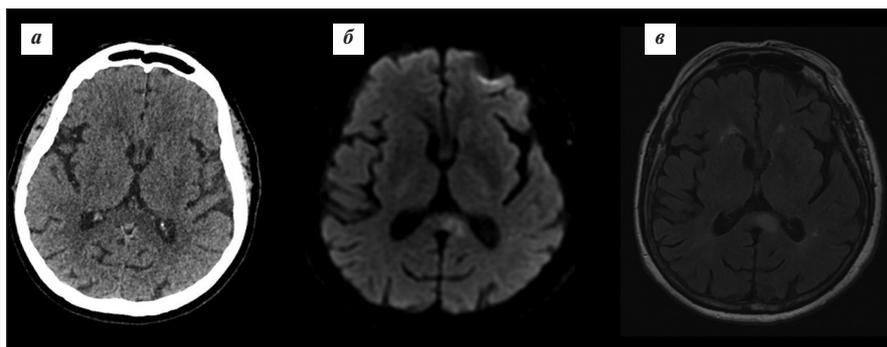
Результаты обследования пациентки В. (клинический случай инсульта-хамелеона, проявившегося ТГА). Патологических очагов при проведении КТ головного мозга не выявлено (а). При проведении МРТ на следующий день визуализирован инфаркт валика мозолистого тела (б – диффузионно-взвешенное изображение, в – FLAIR)
